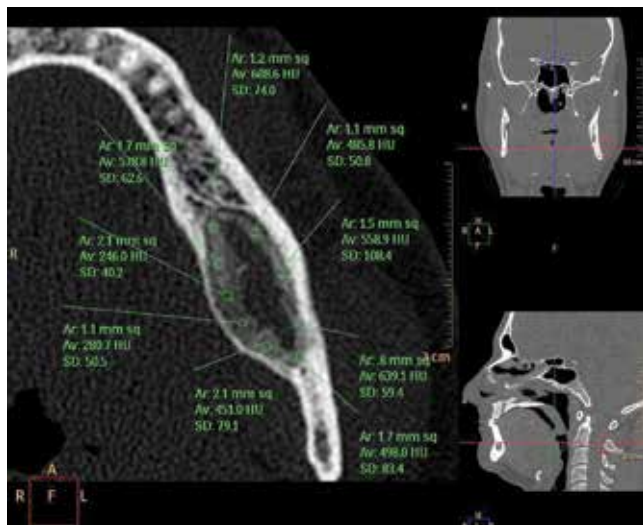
МСКТ через 3 месяца после операции с измерением плотности кости
